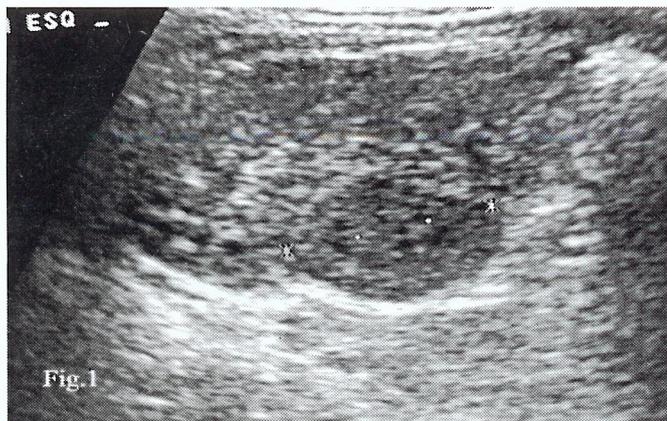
Ecografia renal : nódulo do rim esquerdo
